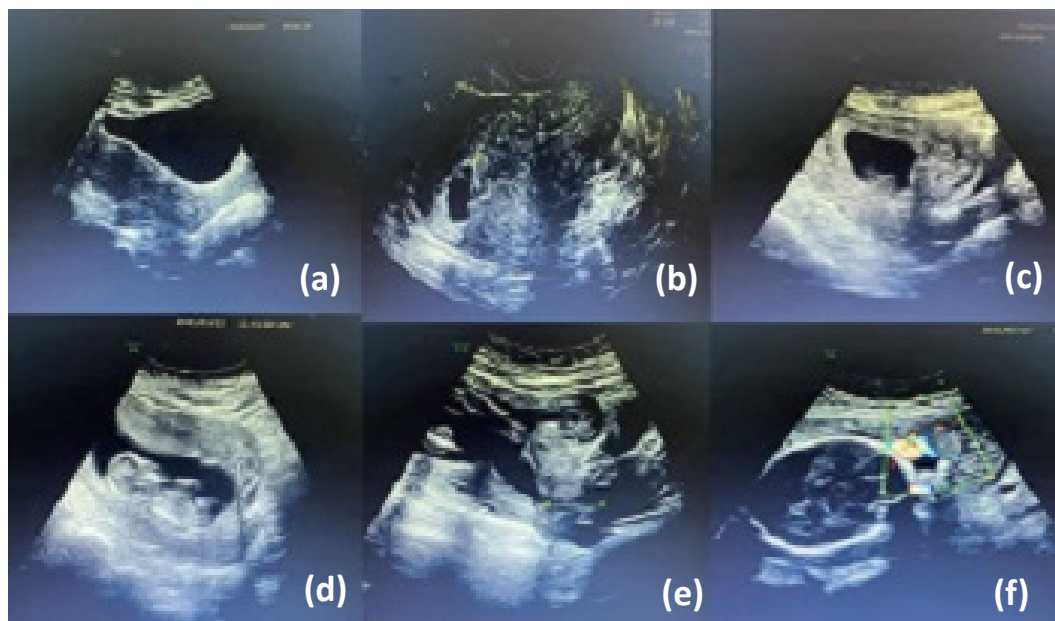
Ultrasound monitoring before and during pregnancy
